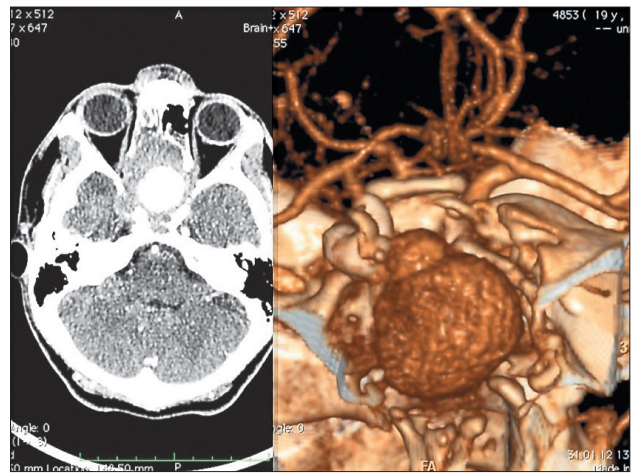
Ознаки початкового тромбоформування в просвіті псевдоаневризми, дані МСКТ ангиографії.
